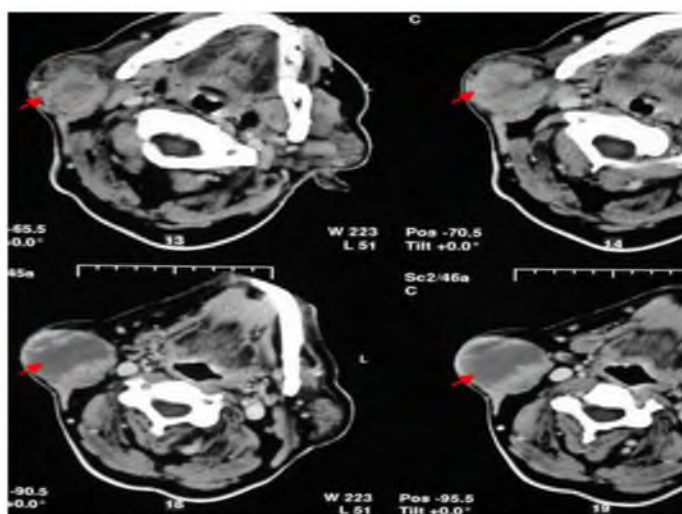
Компьютерные томограммы в аксиальной проекции у пациента с плеоморфной аденомой правой околоушной железы.
